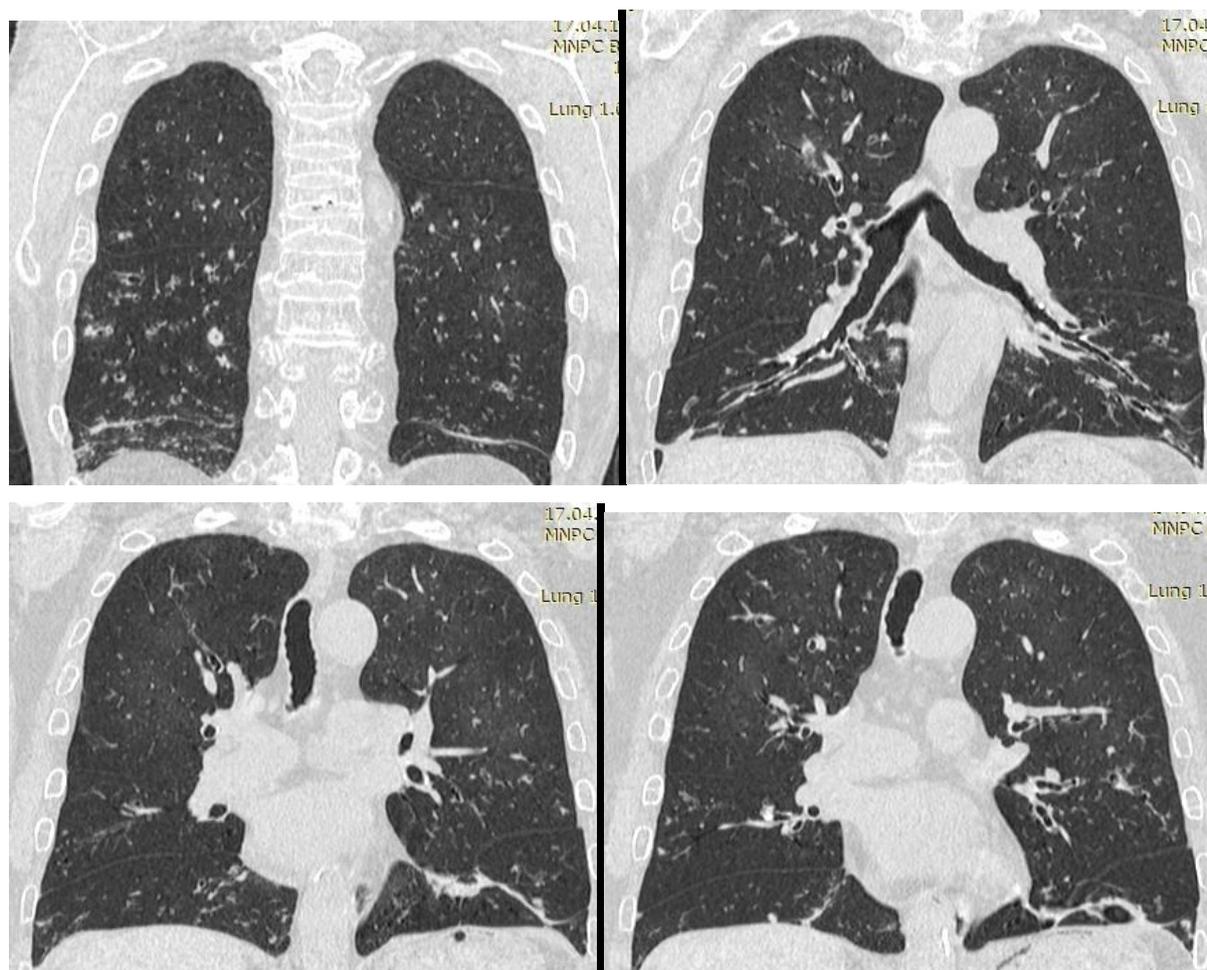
КТ ОГК пациентки Ф. от 17.08.2017 г.
